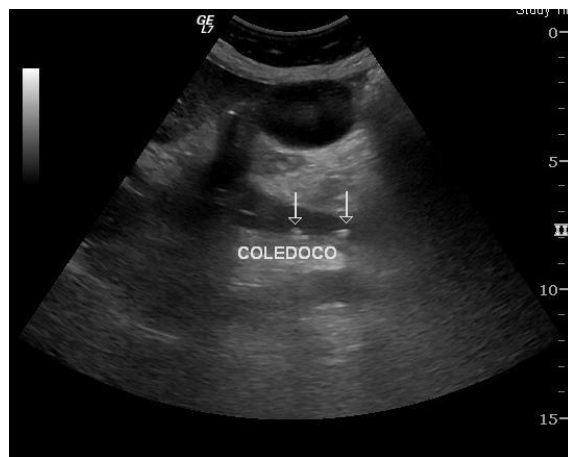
Coledocolitiasis por ecografía³⁵.
